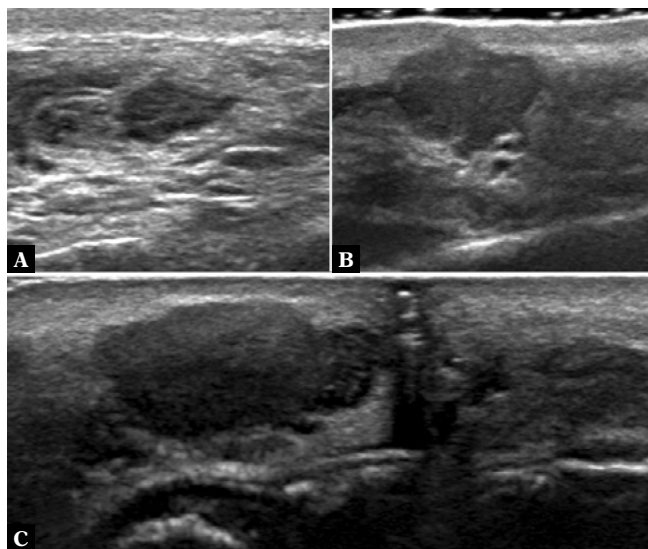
Ultrasonograficzny obraz depozytów kwasu hialuronowego. A. Przetrwały depozyt zlokalizowany na policzku 2 lata od wykonania wypełnienia. B. Depozyt powstały 1 miesiąc po zabiegu, zlokalizowany na policzku
